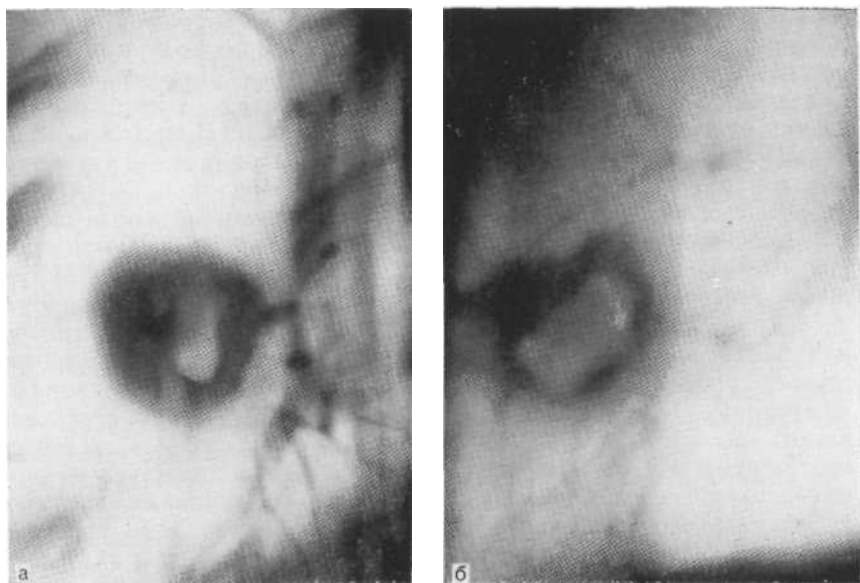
Томограммы в прямой (а) и боковой (б) проекциях. Доказанный с помощью трансторакальной пункции туберкулезный инфильтрат нижней доли правого легкого.
